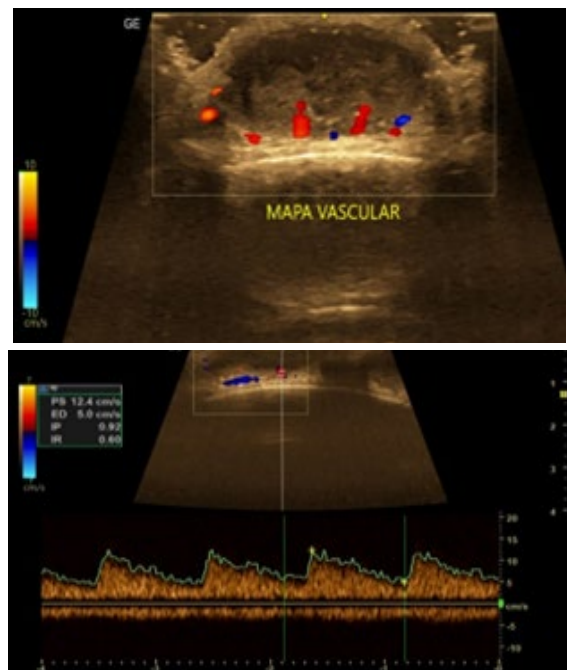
Arriba, *doppler* color. Se evidencia vascularidad en lecho de la lesión y tejidos perilesión. Abajo, *doppler* espectral del lecho de la lesión y tejidos perilesión.
